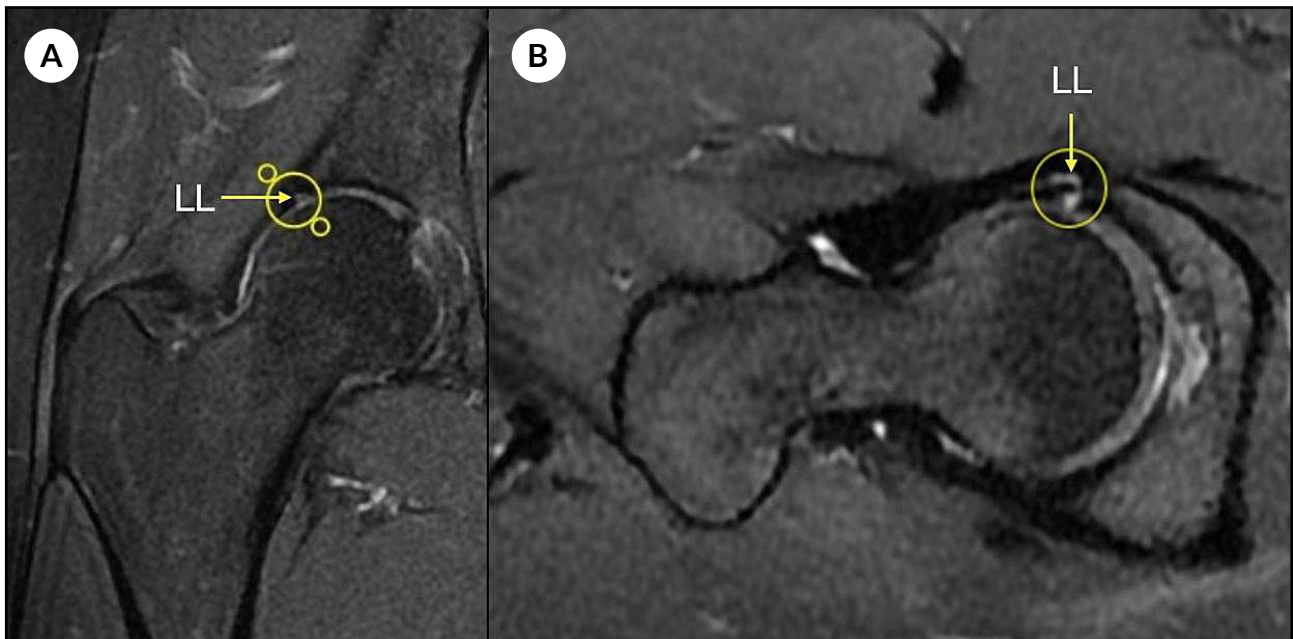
Resonancia magnética de cadera (Secuencia T2). A) Corte coronal que evidencia lesión labral (LL) anterosuperior. B) Corte axial en el que se identifica lesión labral (LL). La flecha y el círculo en ambas imágenes señalan el área de lesión.
